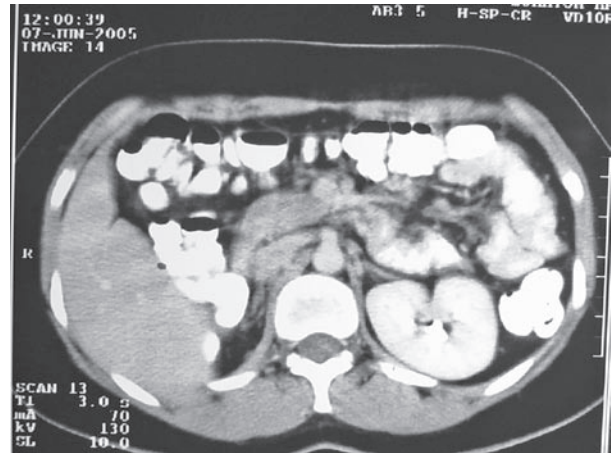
TAC realizada 2 meses después de la nefrectomía sin evidencia de actividad tumoral.
